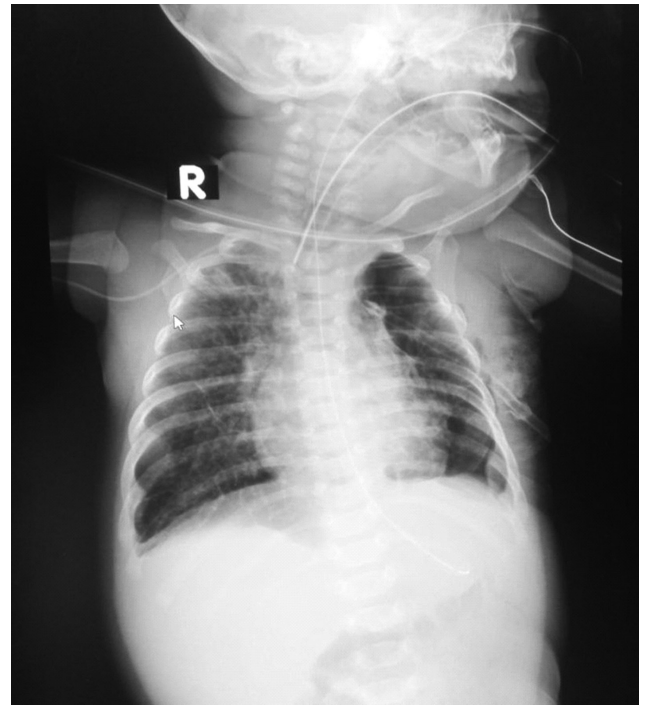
Рентгенографія після постановки дренажу
